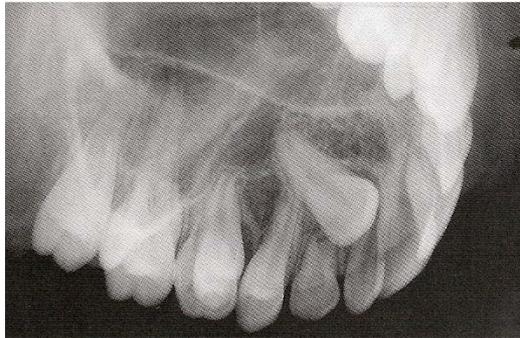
Radiographie d'incidence dysocclusale. (Même cas) (69)
